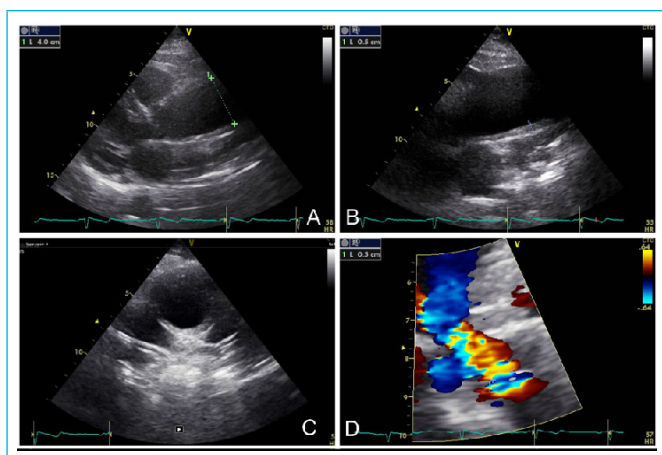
Ecocardiograma Transtorácico. A) Vista paraesternal izquierda, eje largo modificado: dilatación de aorta ascendente (4 cm, 2,5 cm/m²). B y C) Vistas supraesternal ejes largo y corto de cayado aórtico que evidencian engrosamiento mural de 0,5 cm. D) Zoom en 3C apical: jet de insuficiencia aórtica, se muestra medición de vena contracta: 0,5 cm.
